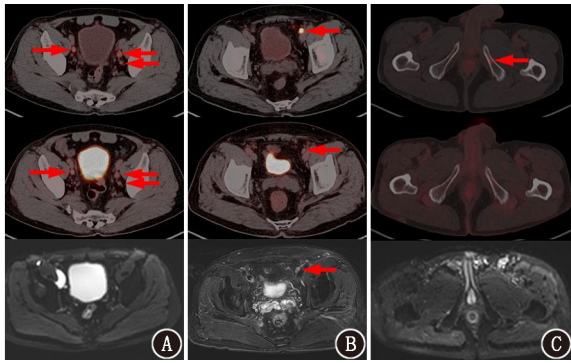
不同前列腺癌患者的影像学检查图像[从上到下分别为<sup>18</sup>F-前列腺特异膜抗原(PSMA)-1007、<sup>18</sup>F-FDG 和多参数 MRI(mpMRI) T<sub>2</sub>]。A.患者 1,66 岁,盆腔转移淋巴结摄取<sup>18</sup>F-PSMA-1007 和<sup>18</sup>F-FDG(箭头示),但 mpMRI 未见明显异常信号灶;B.患者 2,72 岁,左侧髂血管旁转移淋巴结高度摄取<sup>18</sup>F-PSMA-1007,但几乎不摄取<sup>18</sup>F-FDG,mpMRI T<sub>2</sub> 加权成像(WI)仅表现为轻度增高信号(箭头示);C.患者 3,72 岁,左侧耻骨转移灶摄取<sup>18</sup>F-PSMA-1007(箭头示),而<sup>18</sup>F-FDG PET/CT 及 mpMRI 均未显示异常
